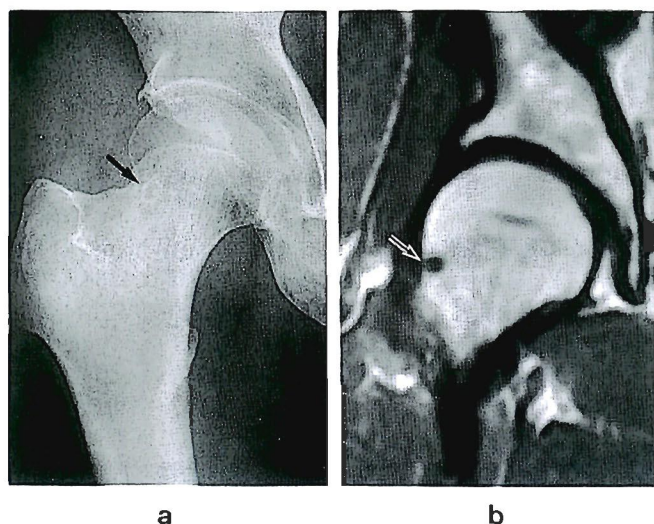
The case of type B3 lesion on roentgenogram and its MRI.
